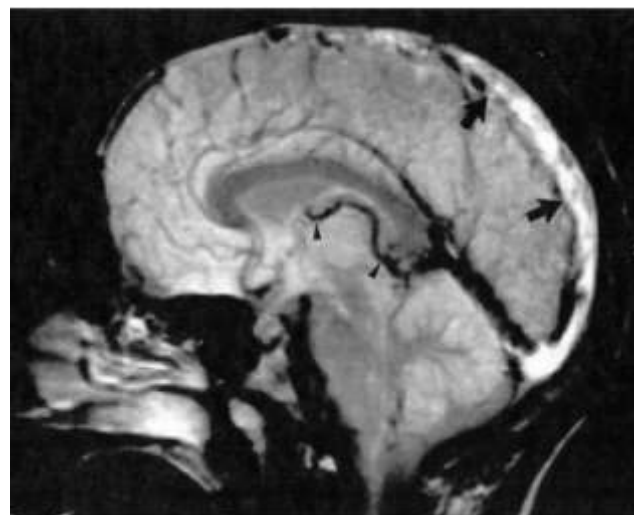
IRM coupe sagittale, séquence pondérée en T2 montrant une thrombose du sinus longitudinal supérieur (flèches larges). Noter la dilatation de la veine cérébrale interne (pointes de flèches) [5].
